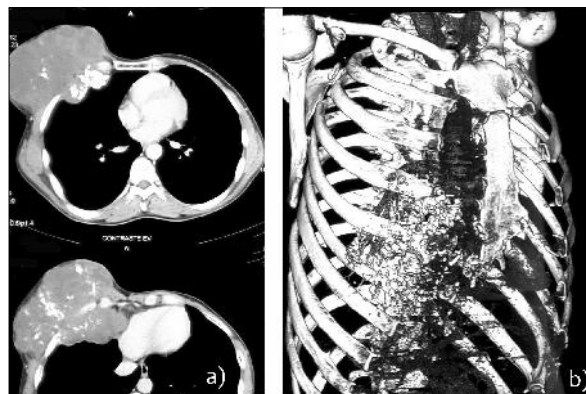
a) Se muestra tomografía preoperatoria donde se evidencia la gran tumoración de 150 por 120 por 125 mm que compromete del quinto al séptimo arcos costales derechos. La misma presenta áreas de calcificaciones difusas y desplaza estructuras intratorácicas y diafragma. b) Reconstrucción tridimensional, de gran ayuda para planificar la cirugía.
